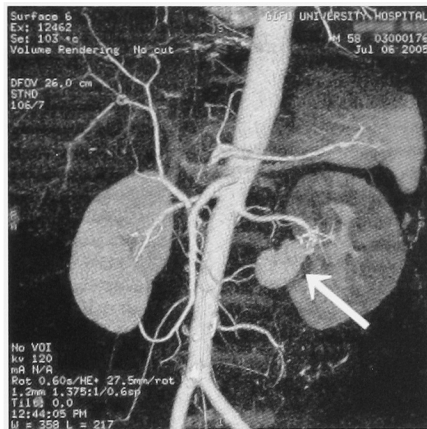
The 3-dimensional CT shows a saccular aneurysm at the left renal artery (arrow).
